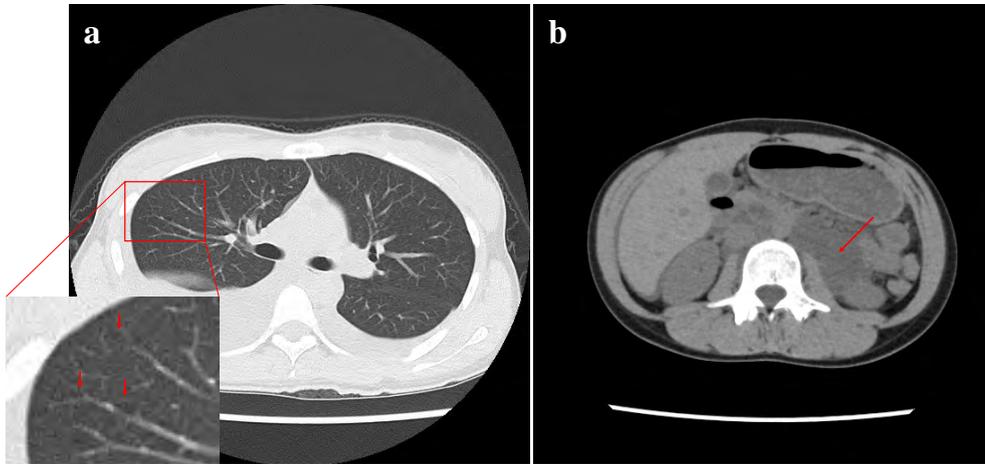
Computed tomography images.
